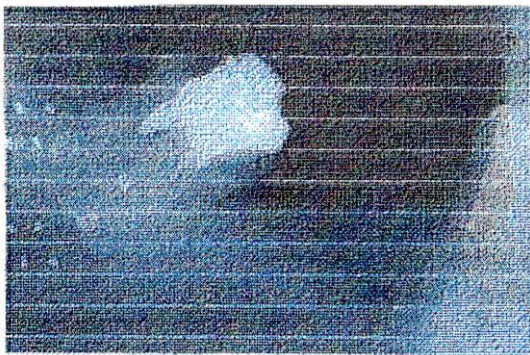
Radiografías pre y post tratamiento caso número 3. FUENTE. Clinica de pstgrado C.O.C.
